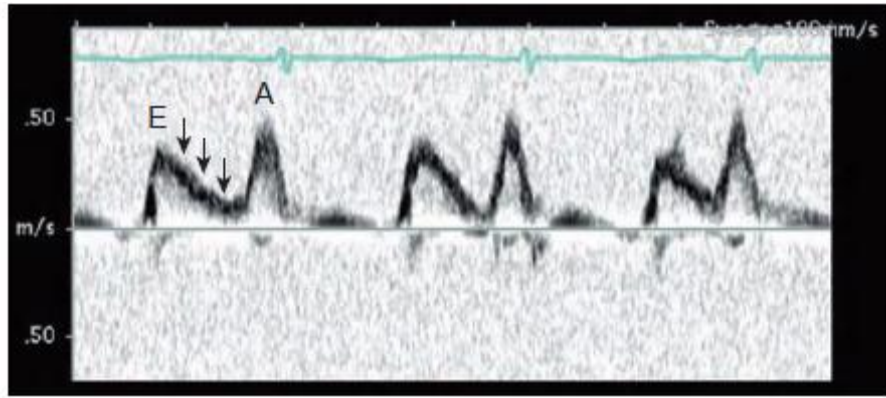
Mitral inflow Doppler in a child with abnormal relaxation. Note the decreased early diastolic (E) velocities and increased velocities with atrial contraction (A). Deceleration time of the E-wave velocity is also prolonged (arrows) and reflects the delay in relaxation into mid-diastole.
